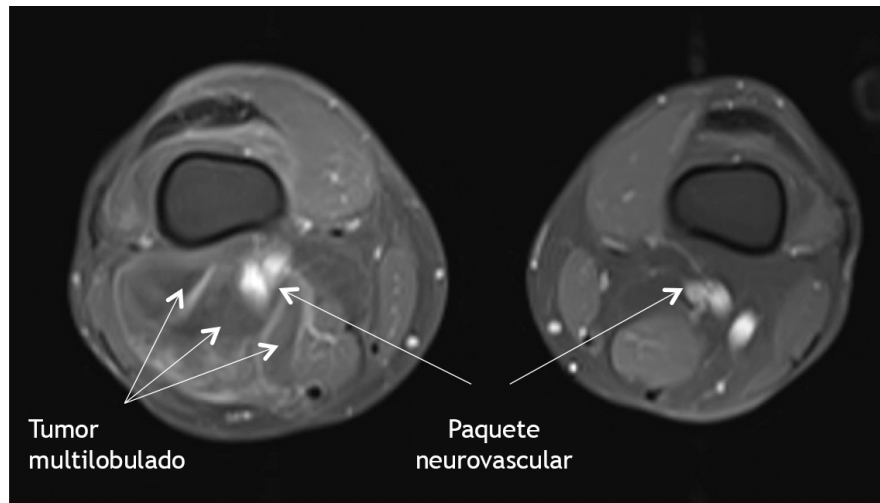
Imagen comparativa de resonancia magnética (T1, TSE-FS, postcontraste) a nivel proximal de la fosa poplítea derecha; obsérvese como el nervio ciático y los vasos poplíteos aparecen rodeados por el tumor.
